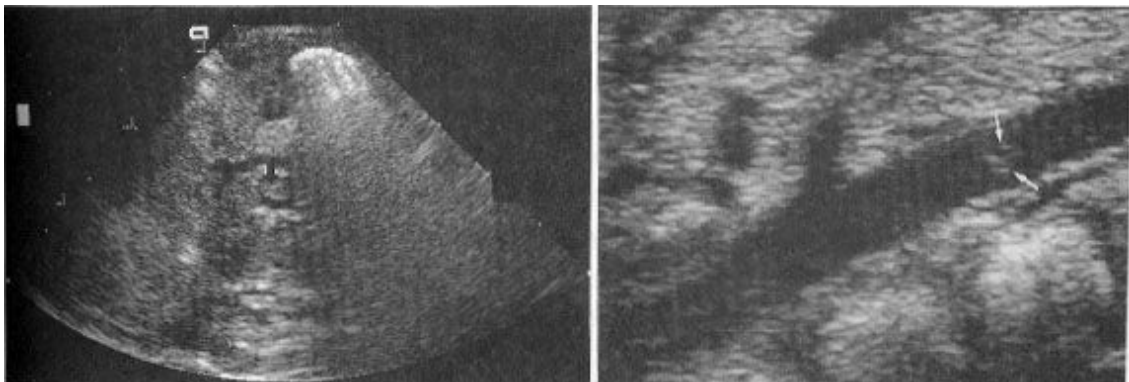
A 25-day-old newborn with aortic thrombosis at the level of left renal artery origin. An oval-shaped hyperechoic thrombus (arrows) about 5.1×3×2.8 mm in size within abdominal aorta at the level of left renal artery origin is noted in sagittal section of abdominal ultrasonography.
